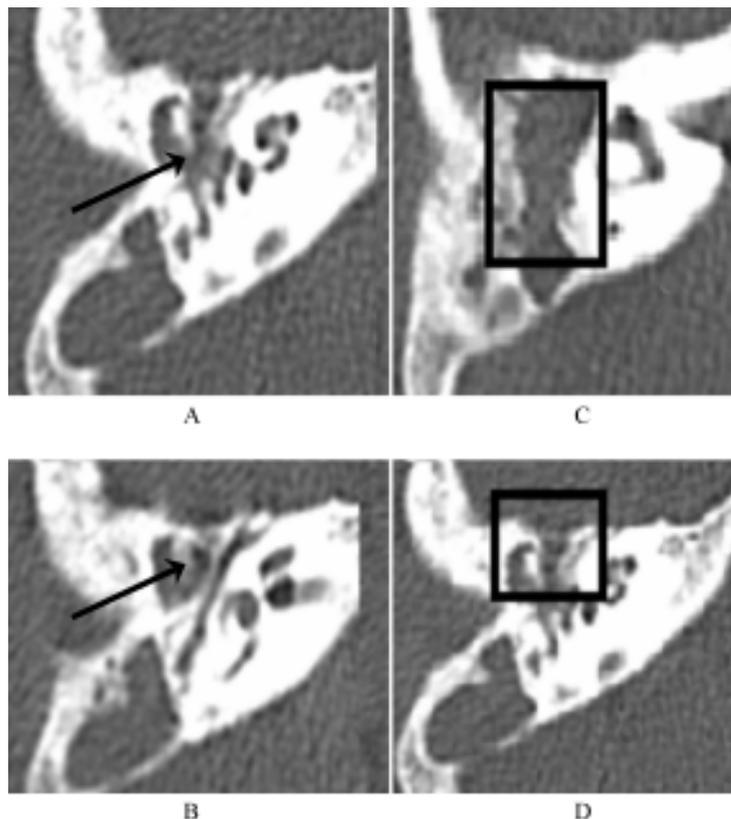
A. TAC preoperatorio donde se observa tejido de granulación en oído medio, receso facial y seno timpánico. B. Destrucción de cadena osicular: martillo-yunque. C. Rectificación del *aditus ad antium*. D. Dehiscencia del *tegmen tímpani*.
